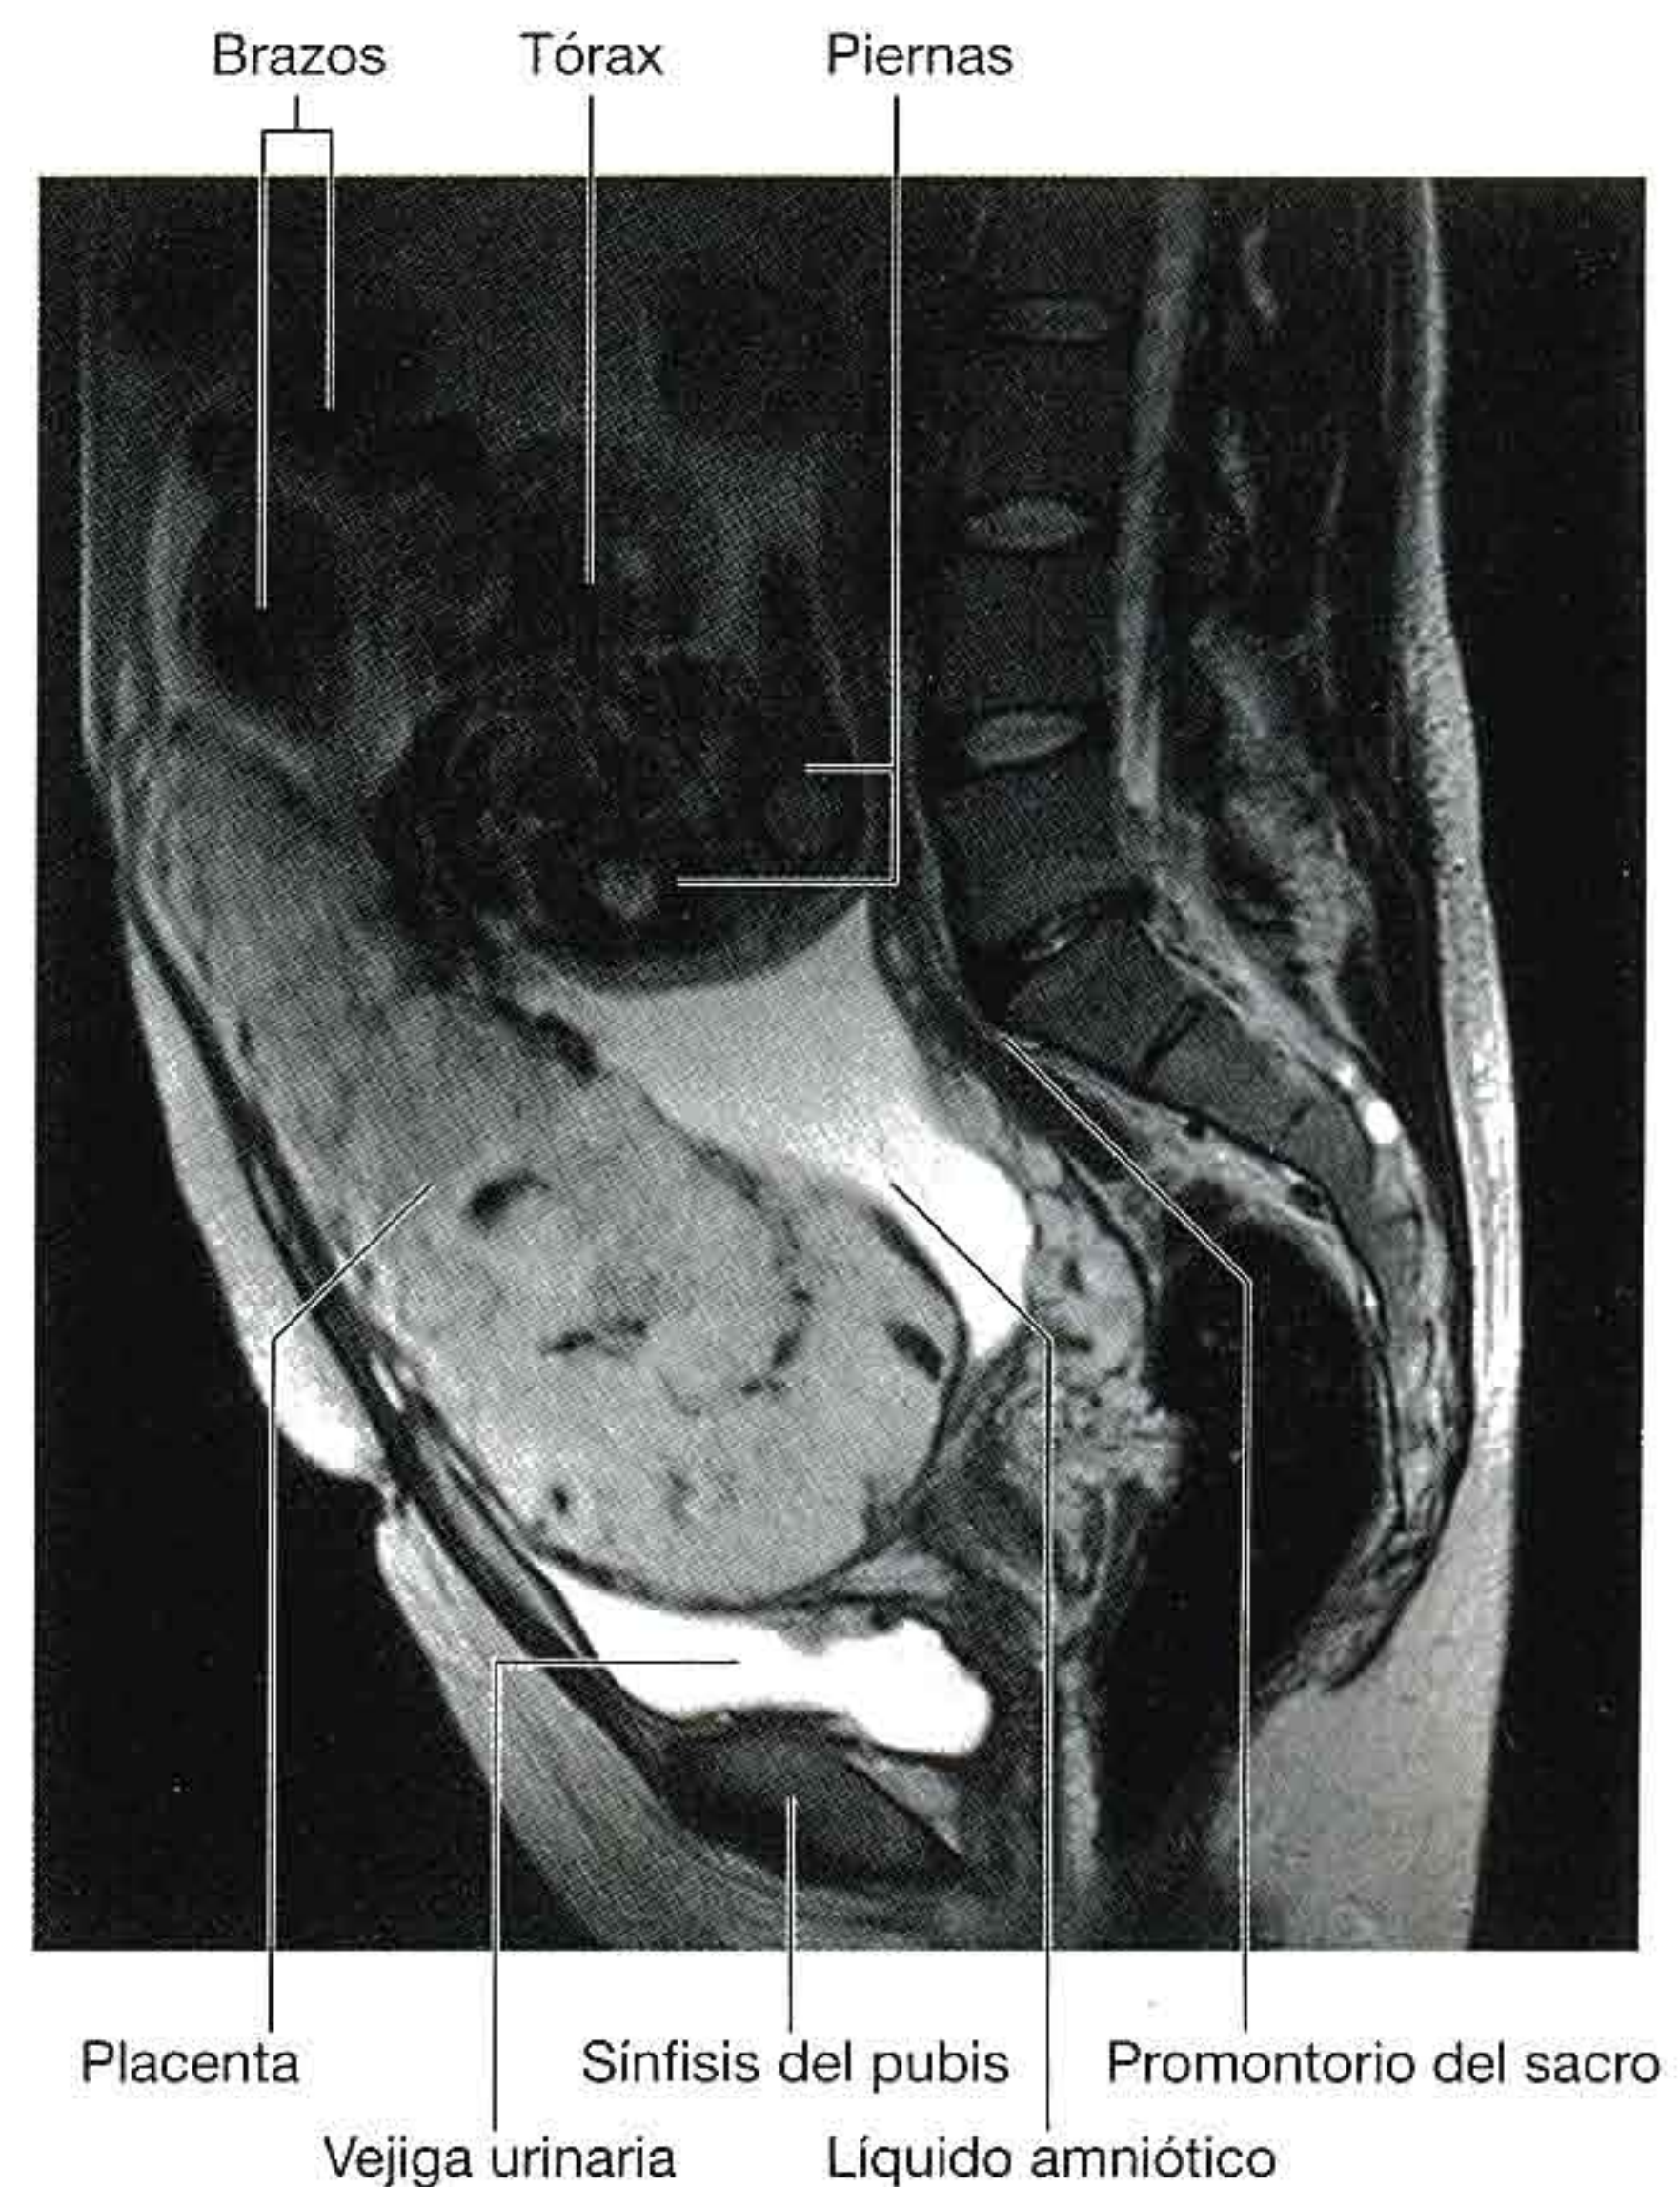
Resonancia magnética sagital potenciada en T2 de la parte inferior del abdomen y la pelvis de una mujer embarazada.
